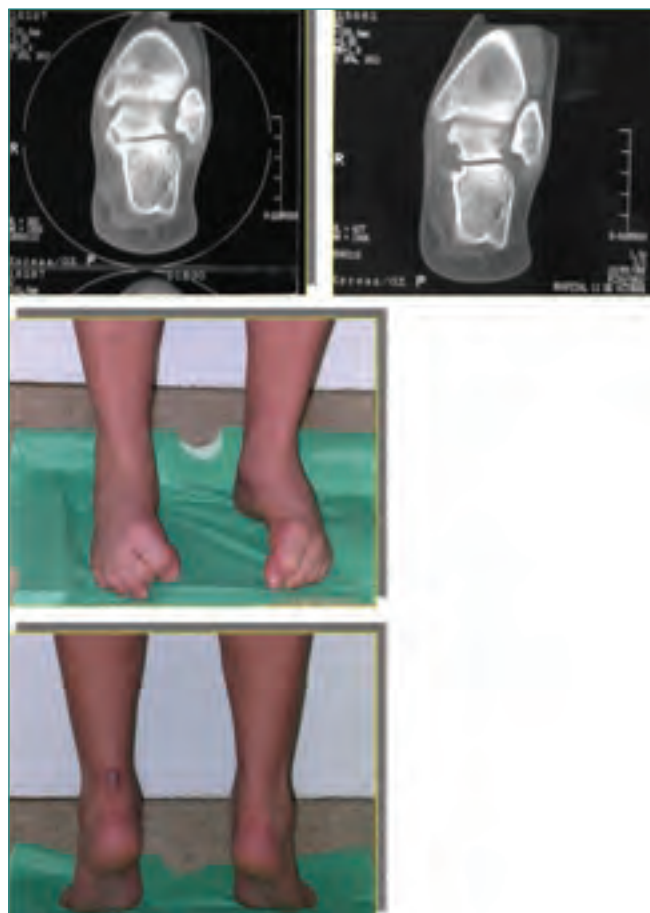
Caso clínico, paciente intervenido por os sustentaculi con TAC pre y postoperatorio, así como las imágenes de la movilidad subastragalina en el postoperatorio, observándose simetría en la movilidad de ambos pies.
